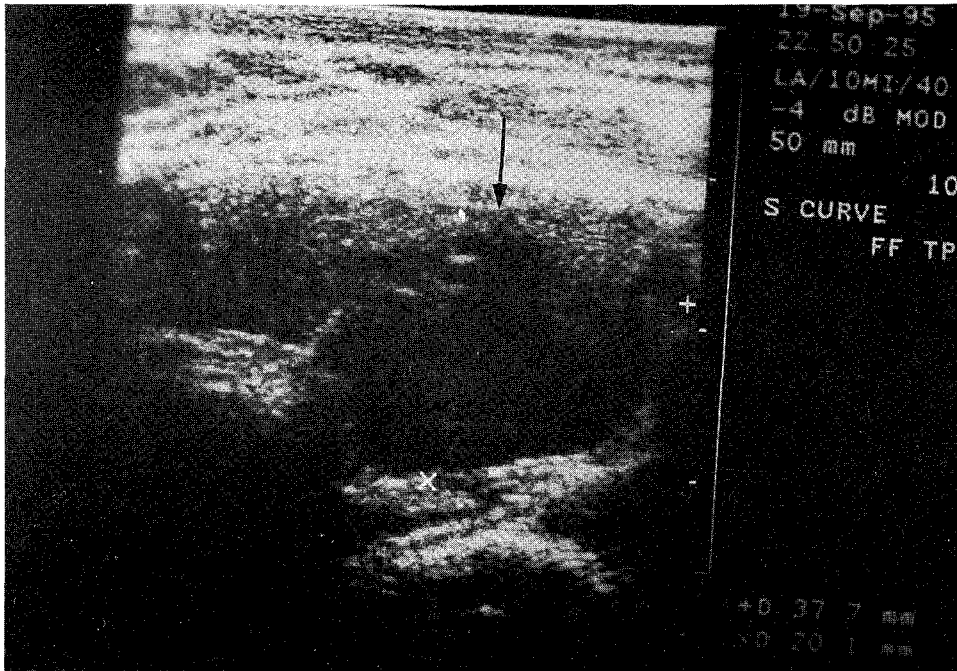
Neck sonogram shows a hypoechoic nodule(arrow) measuring 3.7cm in diameter at the left thyroid inferior portion.
